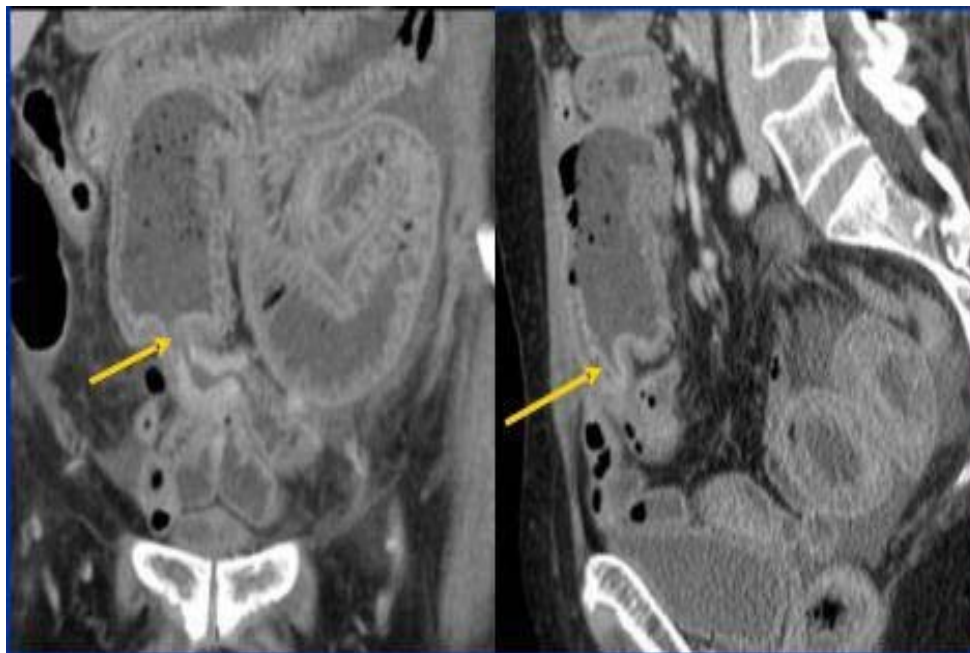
TDM reconstruction dans les plans coronal et sagittal montrant une sténose tumorale du sigmoïde responsable d'une distension occlusive colique en amont.
